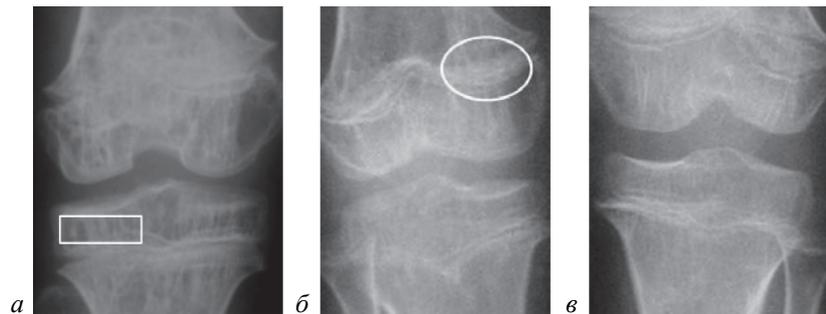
Рентгенограммы коленного сустава в прямой проекции:
